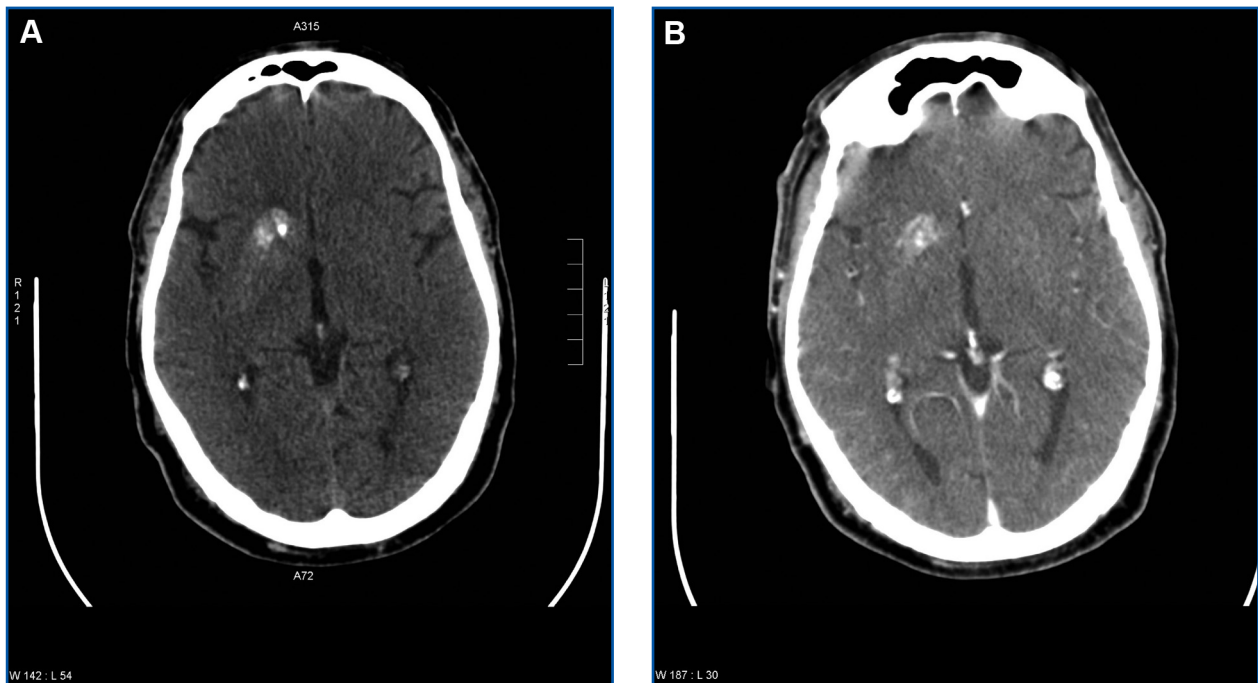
A) TC cerebral al ingreso. B) TC cerebral al cabo de 10 días de tratamiento.
